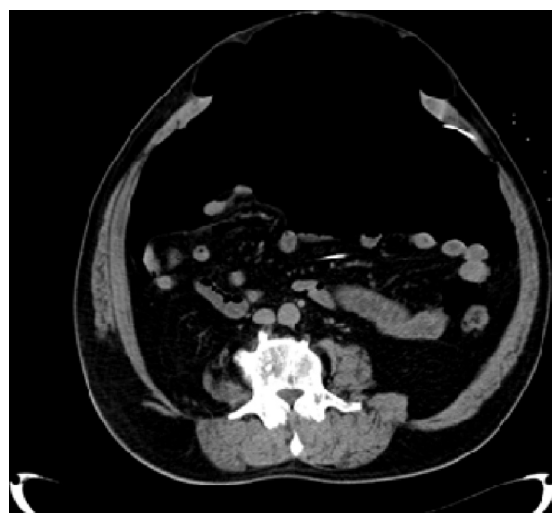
Tomografía computarizada (tac) de abdomen y pelvis; corte transversal que muestra cómo las vísceras se disponen en un nivel horizontal después de 2 semanas de NPP. Parte de la cavidad abdominal y el saco herniario se encuentran ocupados por aire.
